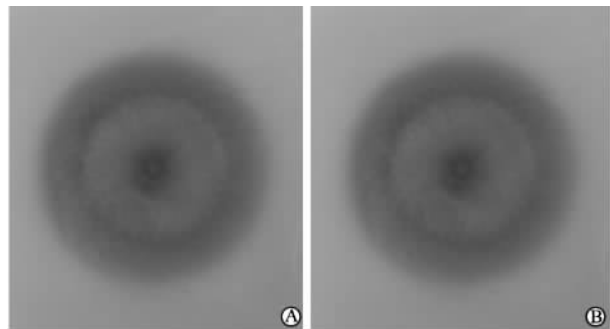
26 mm ASD 封堵器 MRI 扫描前(A)、后(B)琼脂形态及封堵器位置变化
